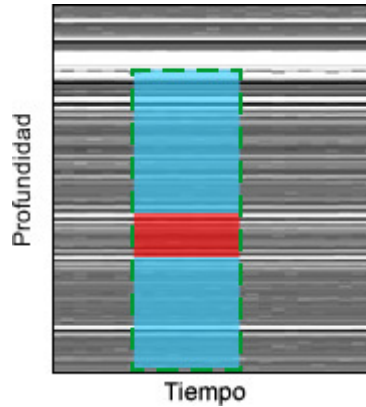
Ecografía con elastograma superpuesto para una muestra de tres capas.
